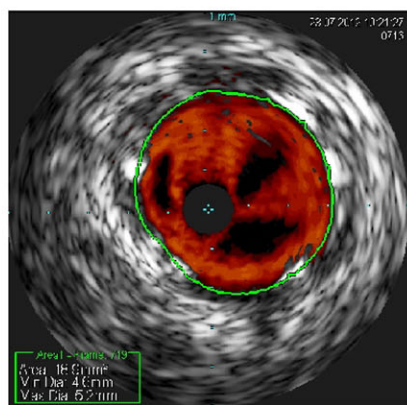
Контрольное ВСУЗИ левой почечной артерии (ранее имплантированный стент)
